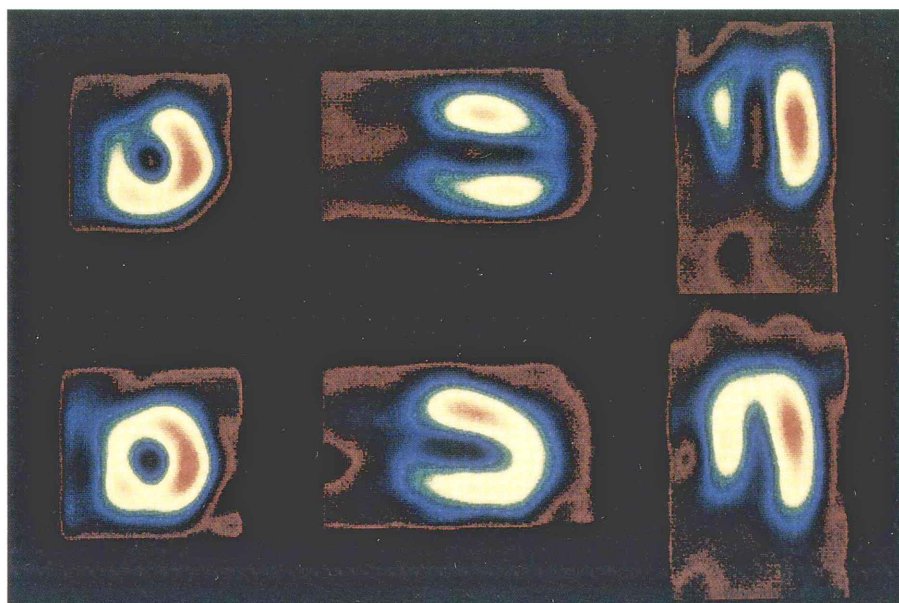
SPECT images obtained from 68 male with 90% stenosis of left anterior descending coronary artery. Redistribution is noticed in antero-septal wall. Upper: stress image. Lower: delayed image. Left: short axis. Middle: vertical long axis. Right: horizontal axis.
